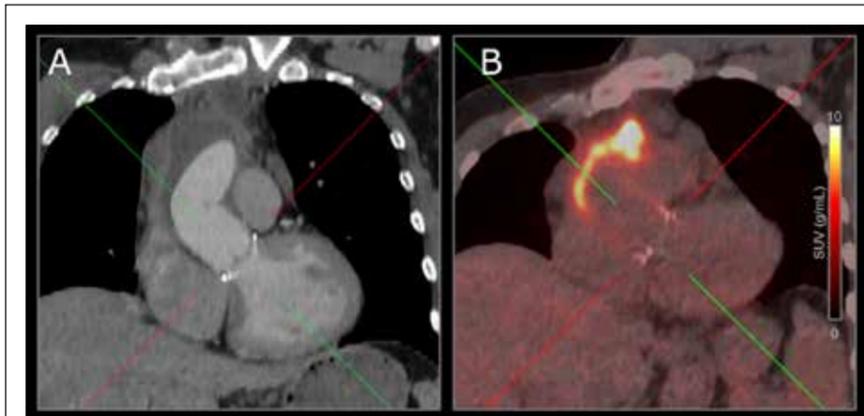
Kardiale Schnittbildgebung bei Endokarditis. Endokarditis nach kombiniertem Ersatz der Aorta ascendens mit Rekonstruktion der Aortenklappe (David-OP). In der kardialen CT-Angiographie zeigt sich eine hypodense Verhaltformation im Bereich der Gefäßprothese (A), welche eine kräftige Aufnahme von 18F-FDG aufweist, passend zu einer periprothetischen Abszedierung (B). Mit freundlicher Genehmigung von PD Dr. Dr. Ch. Goetz.
